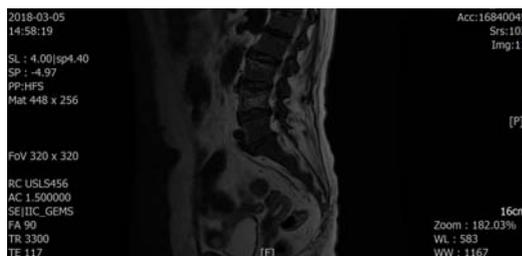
Sagittal view of lumbar spine T2-MRI, compression fracture of L3 and L4 bodies.
